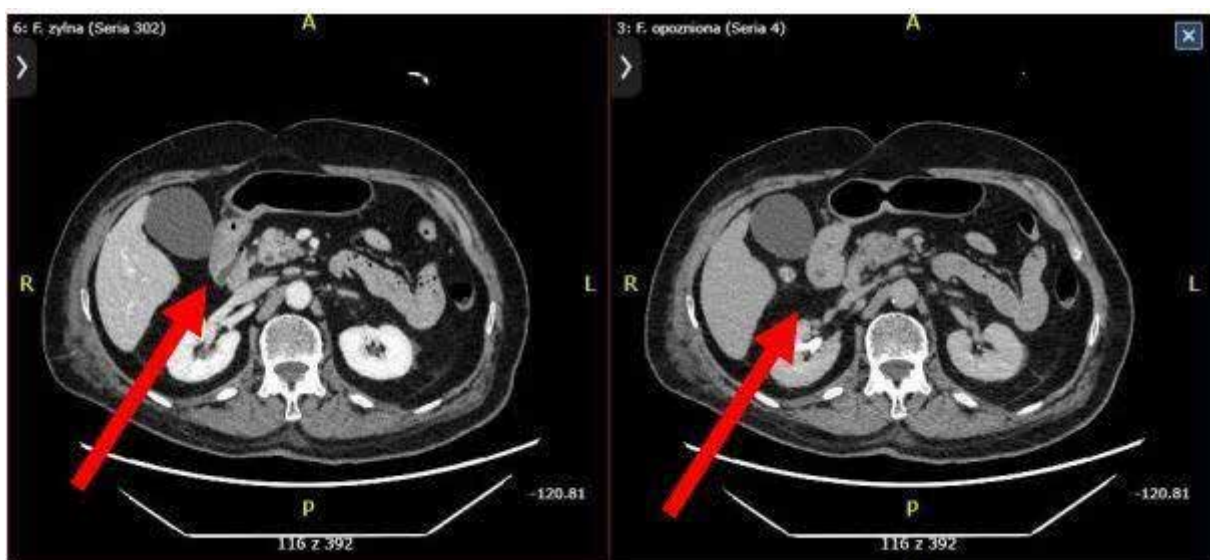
Thickening of the duodenal wall at the level of the bulb and descending part, visible on abdominal computed tomography
